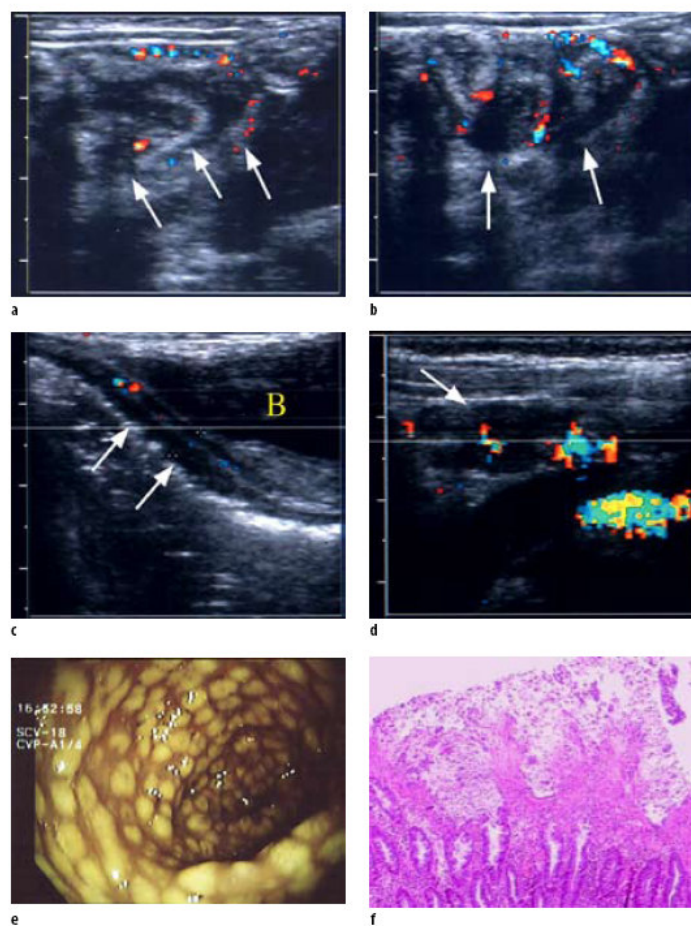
Five-year-old girl was admitted with diarrhea, abdominal pain, and fever. An immunoassay for *C. difficile* toxin was positive. Longitudinal (a) and transverse (b) sonograms show marked wall thickening and increased color Doppler signal in the caecum and right colon (arrows). c, Clearly visible color Doppler flow associated with inflammatory wall thickening (arrows) of the sigmoid observed through the bladder (B). d, Color Doppler sonograms demonstrate multiple, enlarged, mesenteric lymph nodes with hyperperfusion (arrows) of the same patient. e, Typical colonoscopic findings of pseudomembranes, the classic appearance of 2- to 10-mm raised yellow nodules is pathognomonic. f, High power view of the colonic mucosa showing pseudomembrane.
